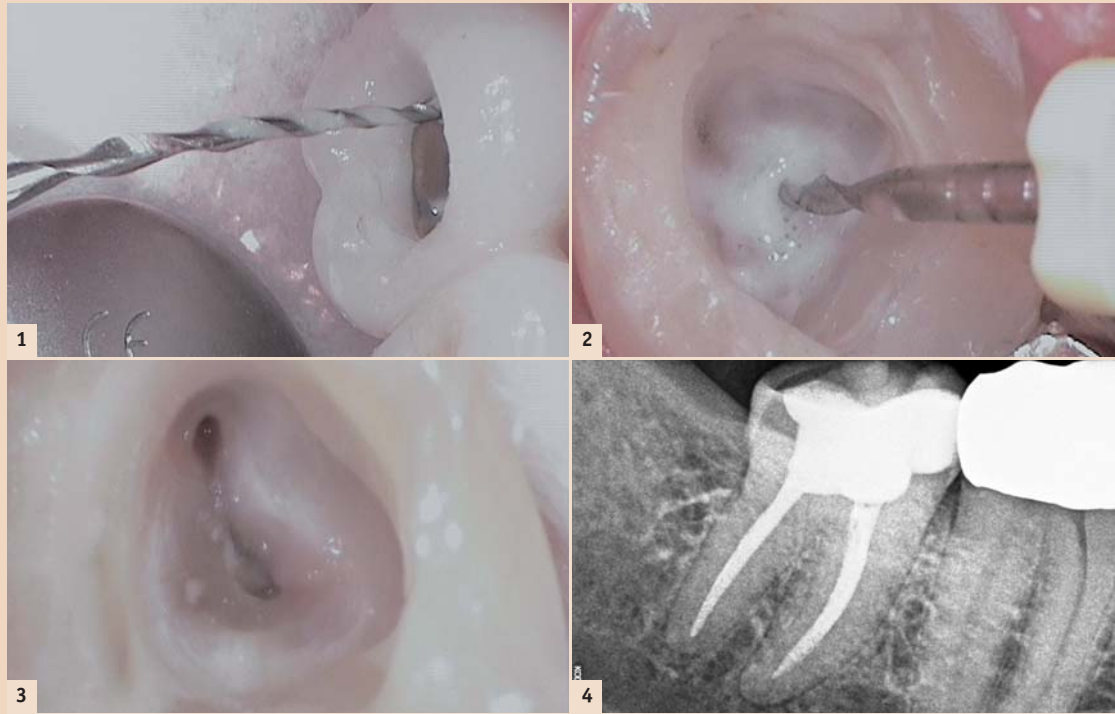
Die F360-Feilen besitzen einen großen Spanraum. – Abb. 2: Eine gründliche Spülung ist unverzichtbar. – Abb. 3: Mit F360 werden die Kanäle auf voller Arbeitslänge rotierend aufbereitet. – Abb. 4: Postoperativer Röntgenstatus.
